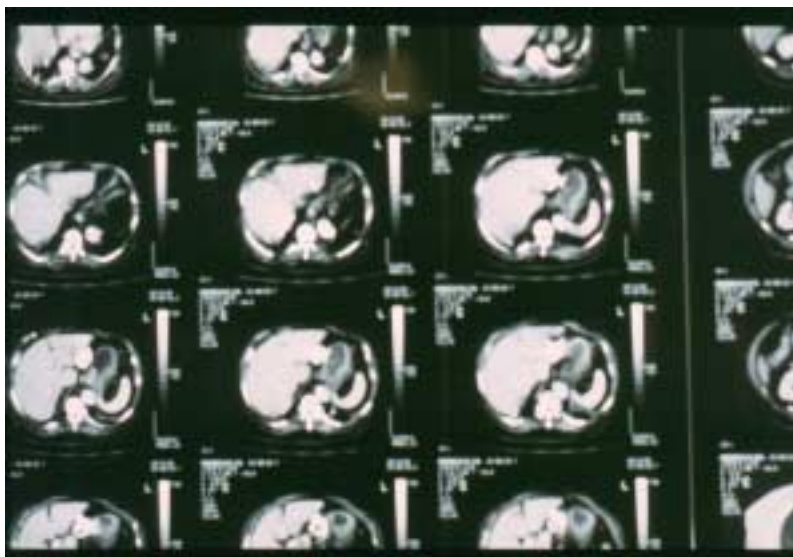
TC addome - Stessi reperti della figura precedente.
